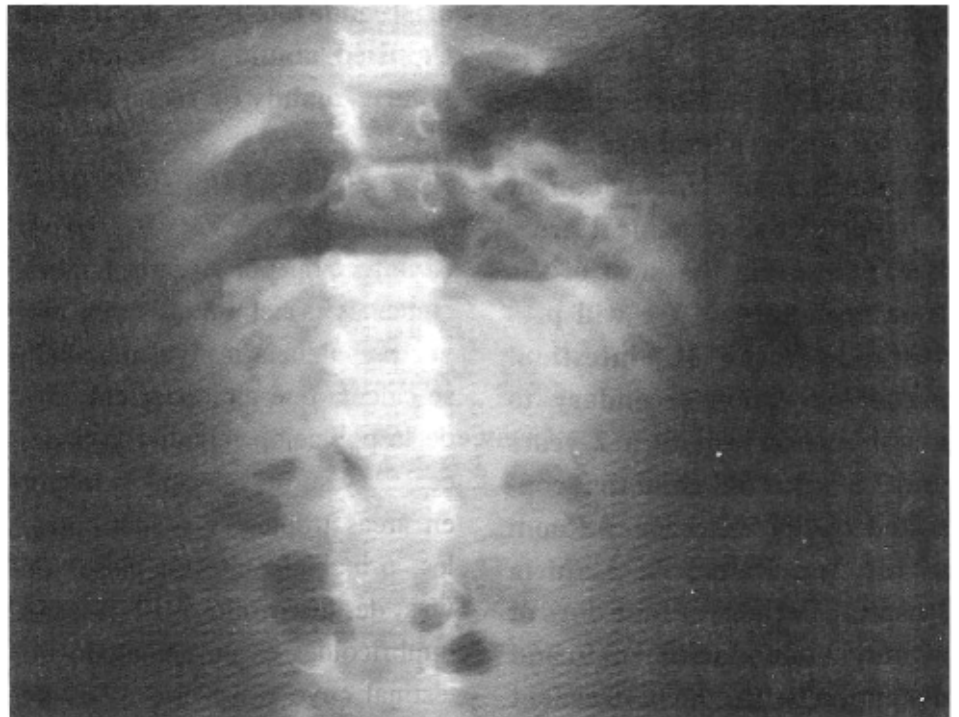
Radiografía de abdomen de pie.
